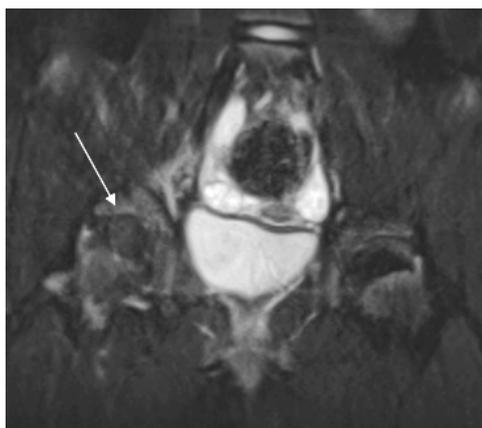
RM, Coronale FSE T2 Fat-sat: Controllo a 4 mesi dopo terapia. Scomparsa dell'edema intraspongioso e del versamento intra-articolare. Risoluzione della raccolta muscolare (freccia).
